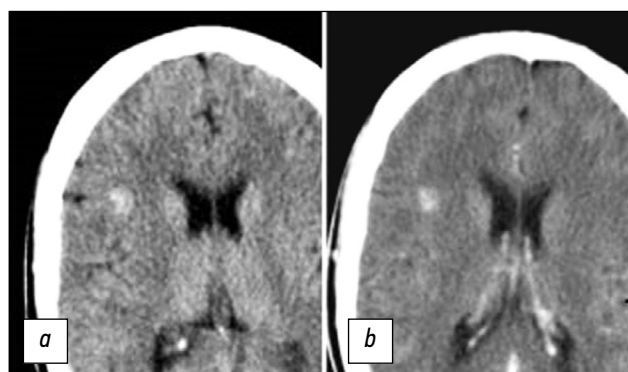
КТ-срезы головного мозга в аксиальной плоскости, выполненные до- (а) и после введения контрастного препарата (б). На изображениях определяется гиперденсный очаг в правой лобной доле, без четких контуров, не накапливающий контрастный препарат.
